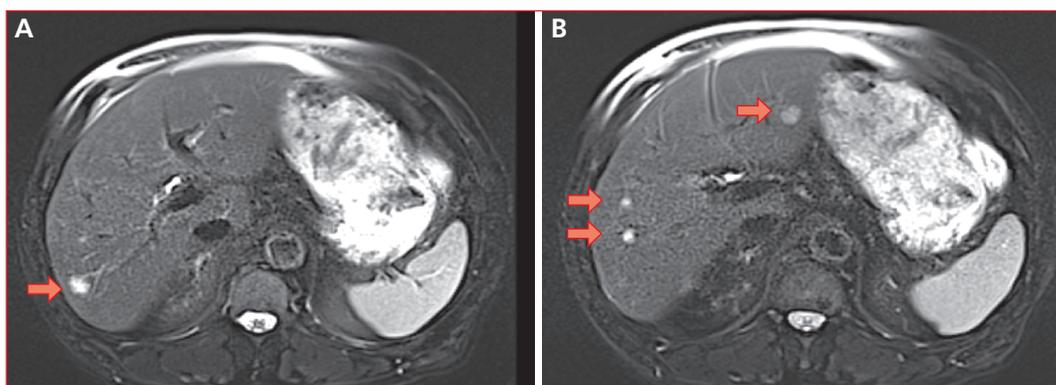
• IRM hépatique (séquence T2) montrant l'apparition de plusieurs petites métastases hépatiques dont la plus volumineuse mesure 10 mm de grand axe.
